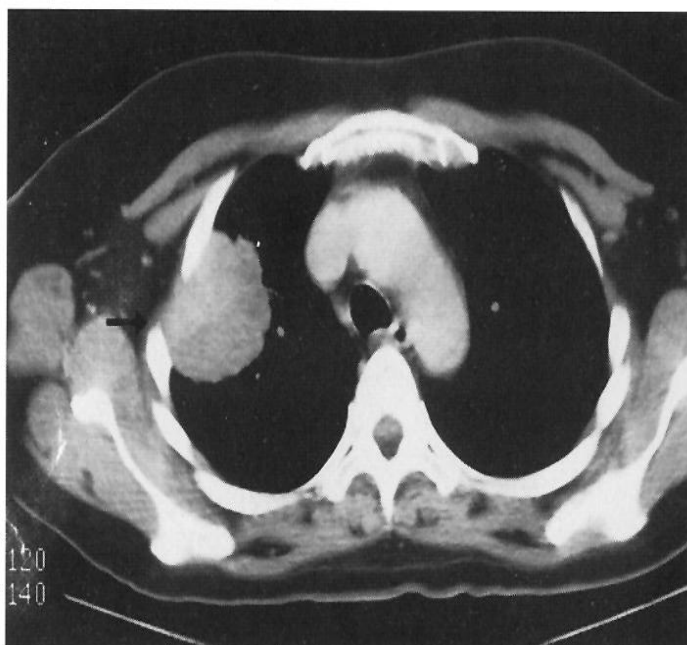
CT TORACIC: IMAGINE HIPERDENSĂ LOCALIZATĂ LA NIVELUL LSD CU INVADAREA CUTIEI TORACICE, FĂRĂ AFECTARE GANGLIONARĂ LOCALIZATĂ ÎN ½ SUPERIOARĂ A CÂMPULUI PULMONAR DREPT(T3N0M0 – STADIUL IIB)
